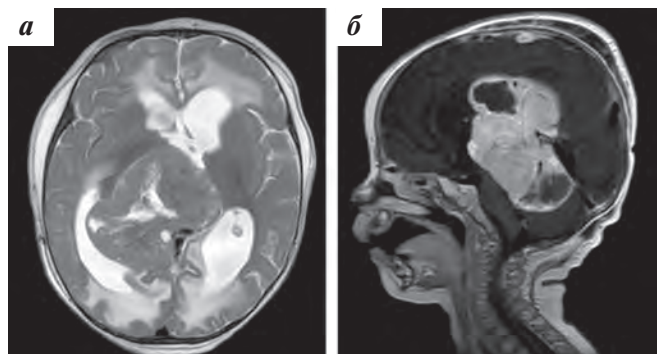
МРТ головного мозга: а — в режиме Т2, картина объемного кистозно-солидного образования пинеальной области размерами 77 × 84 × 54 × 57 мм, с наличием выраженного масс-эффекта, перивентрикулярным отеком и гидроцефалией; б — в режиме Т1, интенсивное накопление контрастного вещества опухолевым образованием
